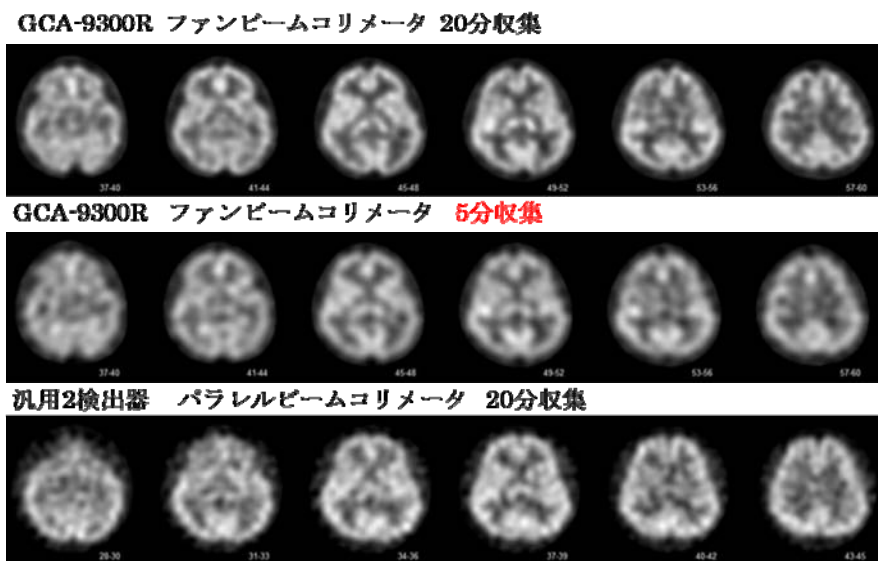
脳血流 SPECT 画像での比較(データ提供:国立循環器病研究センター)
